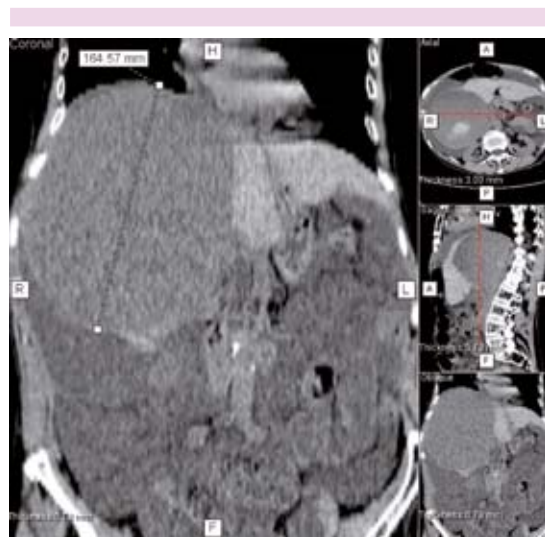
Tomografía en reingreso: corte sagital con quiste hepático simple gigante.
